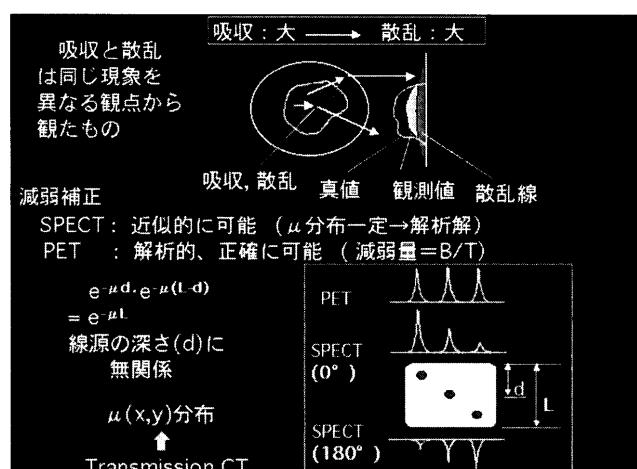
SPECT、PETにおける γ 線の吸収、散乱。
